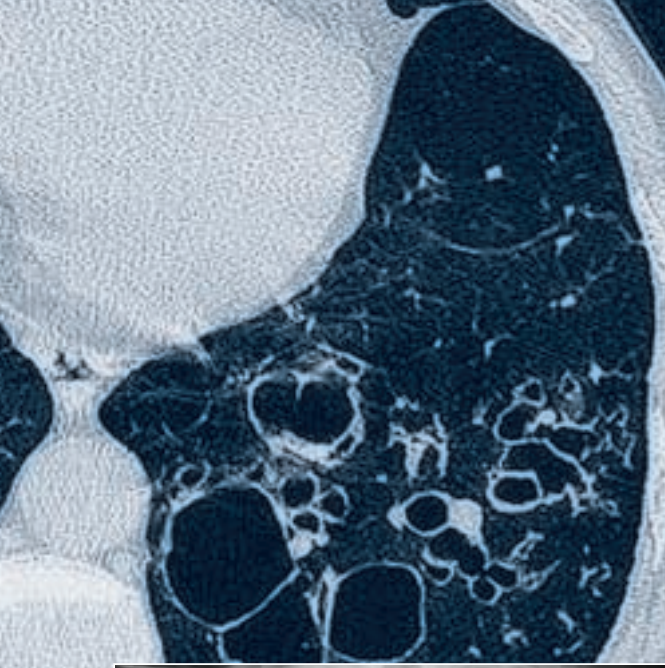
52-jähriger Mann mit Zustand nach Lungentuberkulose, produktivem Husten und zunehmender Atemnot. a) Lungenröntgen: Vermehrtes Lungenvolumen, Schwielen linker Oberlappen, große dünnwandige Aufhellungen in beiden Lungen. Differentialdiagnose Emphyseblasen, Zysten, Bronchiektasien? b) HR-CT: Ausgedehnte Bronchiektasien (Erweiterungen der Bronchien) in beiden Lungen („Siegelringzeichen“).
